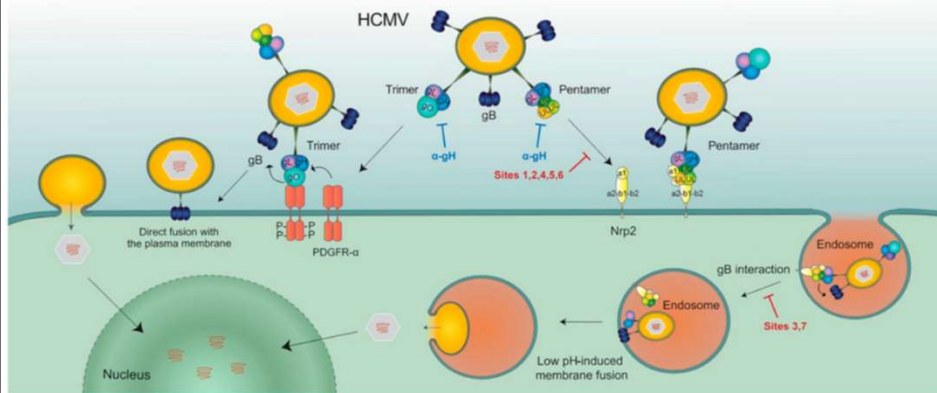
Models of HCMV entry into human cells using the trimer complex (TC) or PC complexes. The TC interacts with PDGFR α via gO, then gH/gL/gO activates the fusogenic activity of gB at the plasma membrane of human fibroblasts. Conversely, the PC first binds Nrp2, then the gH/gL/gO component of the PC (or gH/gL/gO) induces endocytosis of virus particles [71], which are released into cytoplasm from endosomal membranes, following low-pH-induced activation of the gB fusion machinery (from [72]).
